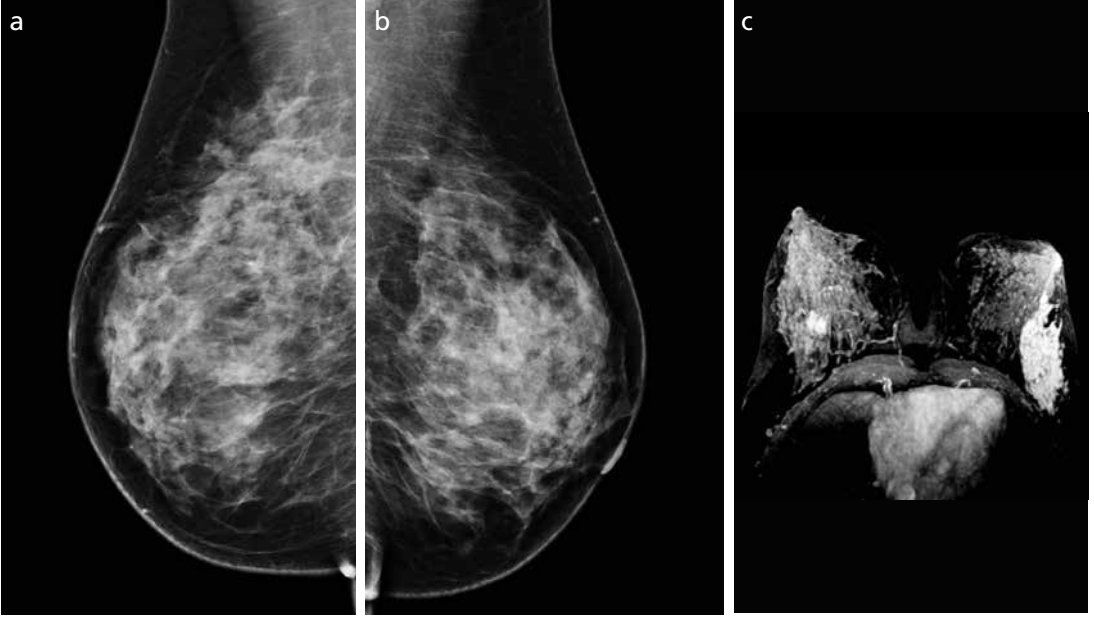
a-c. (a,b) CC ve MLO pozisyonunda heterojen dens meme yapısında sayısı belirlenemeyen kitle lezyonları mevcut. Olgunun MIP-MRG görüntüsünde (c) sağ meme iç kadranda dört adet malign özellikte kitle izleniyor. Multifokal meme tümörü.
